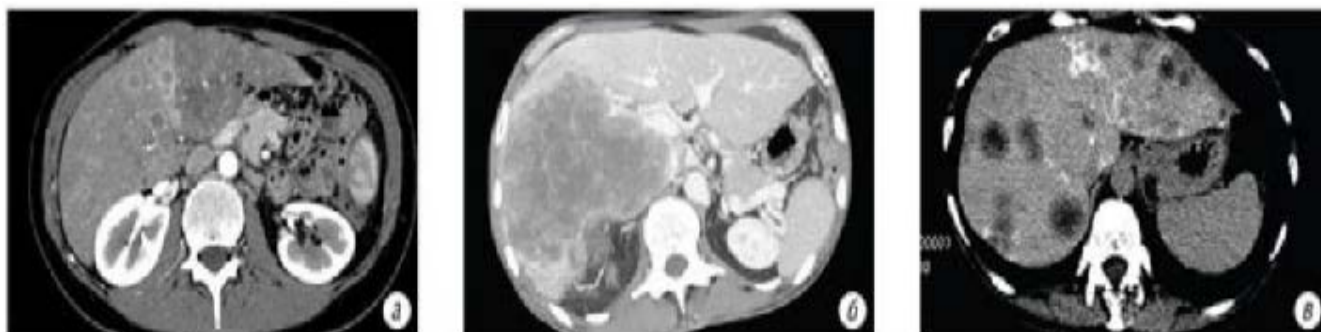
КТ печінки (аксіальна проекція): а) метастаз в печінку, гіперденсне підсилення по контуру метастазів (артеріальна фаза,), б - гіподенсний метстаз (портальна фаза), в) зникненням контрасту з вогнища (венозна фаза)
